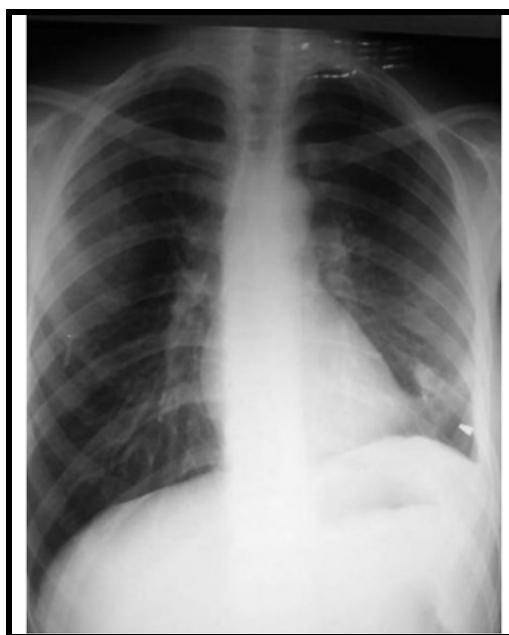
Radiographie de thorax de face. Balle en projection de la base pulmonaire gauche avec un épanchement pleural liquidien homolatéral.(69)
